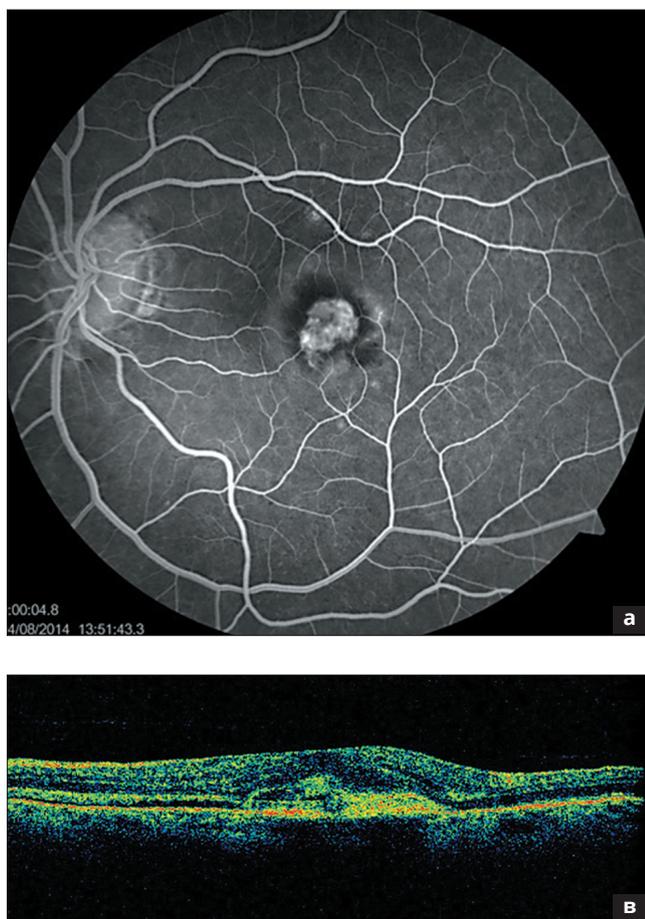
Хориоидальная неоваскуляризация: а – флюоресцентная ангиография (ФАГ), ранняя фаза, классическая ХНВ; б – ФАГ, поздняя фаза, просачивание контраста; в – оптическая когерентная томография (ОКТ), ХНВ II типа, отслойка пигментного и нейроэпителия
